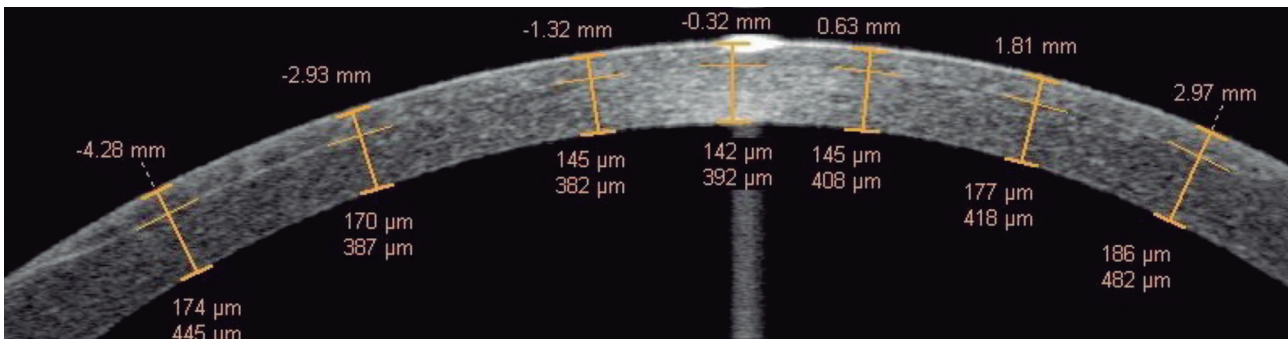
Imagen obtenida con una tomografía de coherencia óptica (OCT) de segmento anterior (Visante®, Carl Zeiss Meditec, Inc., Dublin, CA) donde se visualiza la forma meniscada (más grueso en la periferia que en el centro) del flap de LASIK creado con un microqueratomo mecánico clásico.
